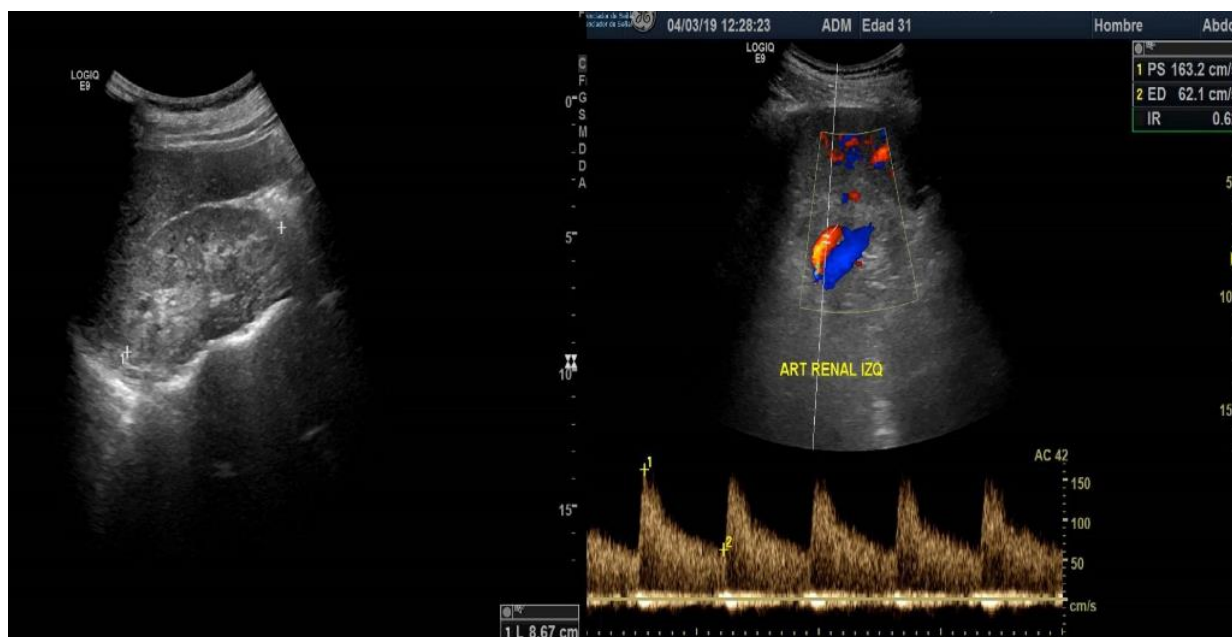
Ecografía renal. Riñón disminuído de tamaño con pérdida de diferenciación corticomedular (izq) con doppler normal (der).
